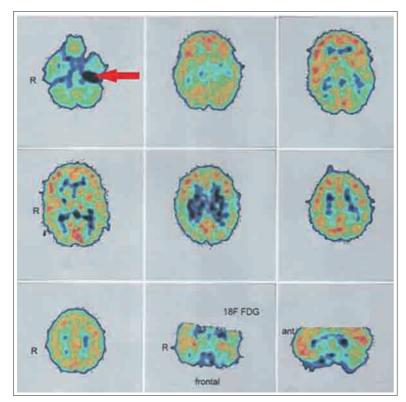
ПЭТ головного мозга пациентки М., 25 лет, с фармакорезистентной медиобазальной височной эпилепсией на фоне мезиального темпорального склероза: красной стрелкой указан очаг гипометаболизма глюкозы в медиобазальных отделах височной доли левого полушария.
